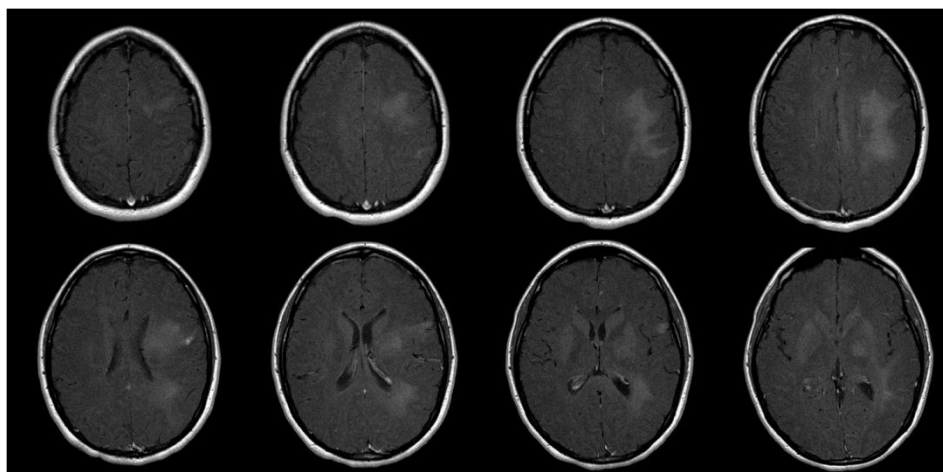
Ασθενής με πολύμορφο γλιοβλάστωμα. T_2 FLAIR αξονικές τομές με αντίστοιχα φάσματα. Ποσοστιαία μεταβολή λόγω μεταβολιτών: tCho/tCr=+293%, mI/tCr=+70% (αδημοσίευτα αποτελέσματα με άδεια χρήσης για την διπλωματική μου, copyright E.D. Gotsis)
